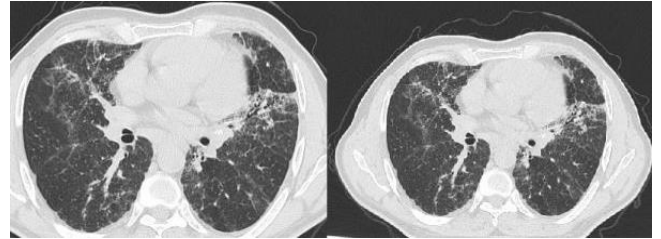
Toraks bilgisayarlı tomografide, her iki akciğerde üst zonda daha belirgin olarak izlenen yaygın peribronşial kalınlaşma ve tomurculanma şeklinde izlenen buzlu cam dansitesinde nodüler opasite artımları (Olgu 2).
